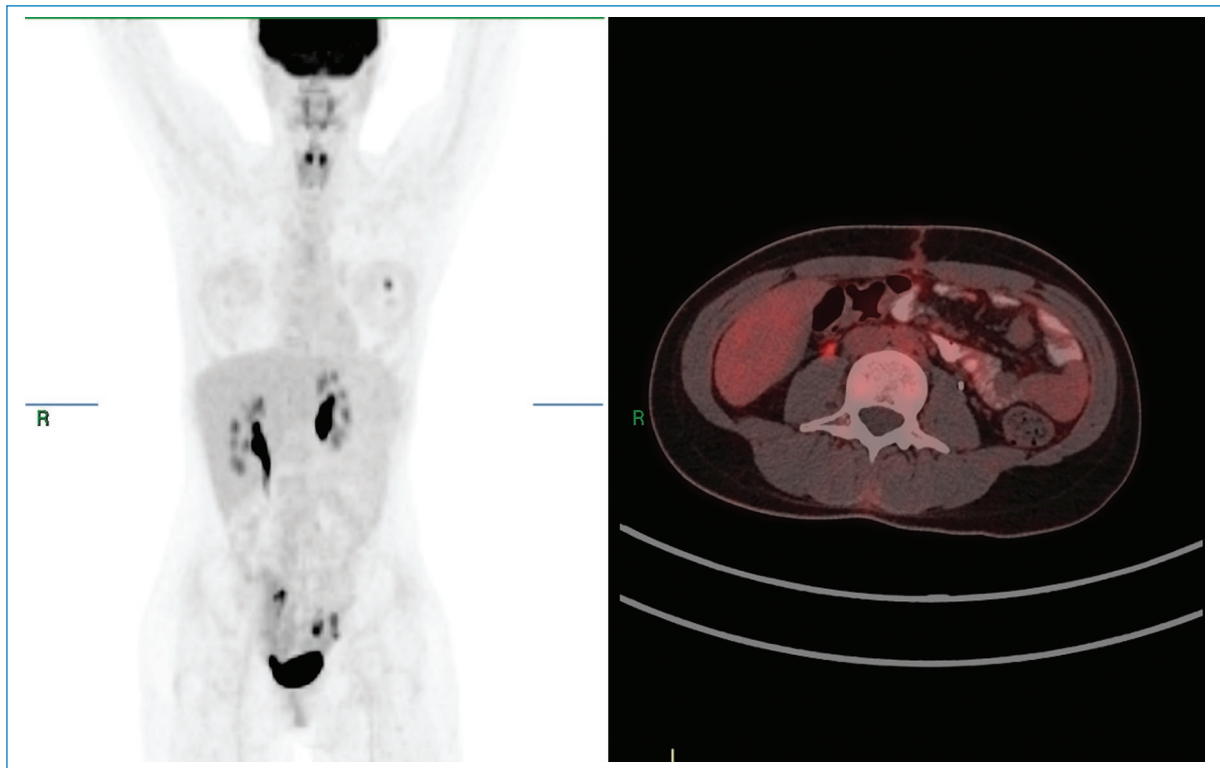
PET-TC con 18F-FDG. Desaparece la masa retroperitoneal izquierda por la resección quirúrgica, sin encontrar focos de aumento anormal del metabolismo glucídico. Se descarta enfermedad multicéntrica.
